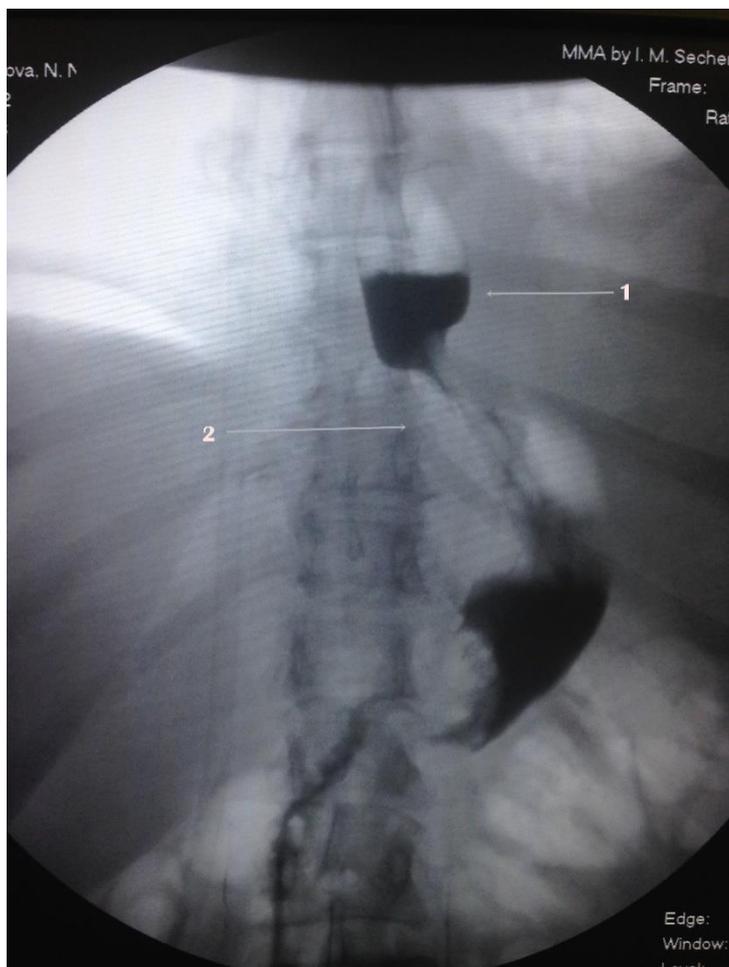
Рентгенконтрастное исследование в раннем послеоперационном периоде. 1 – область накопления контраста выше уровня фундопликации, 2 – дефект наполнения фундопликационной манжеты.
